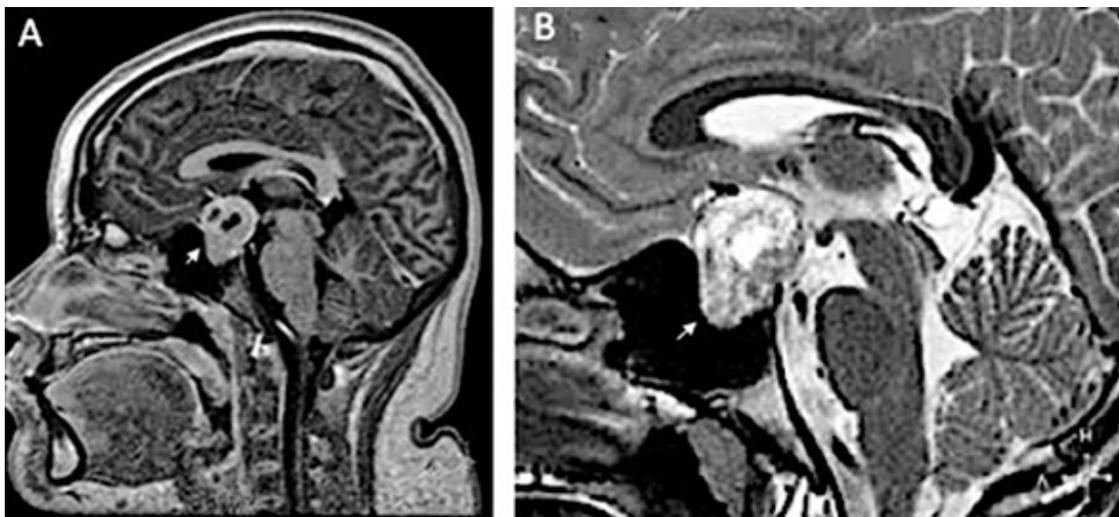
Imagen de resonancia magnética cerebral, se identifica zona nodular hiperintensa heterogénea en el interior de la tumoración localizada en la silla turca.
